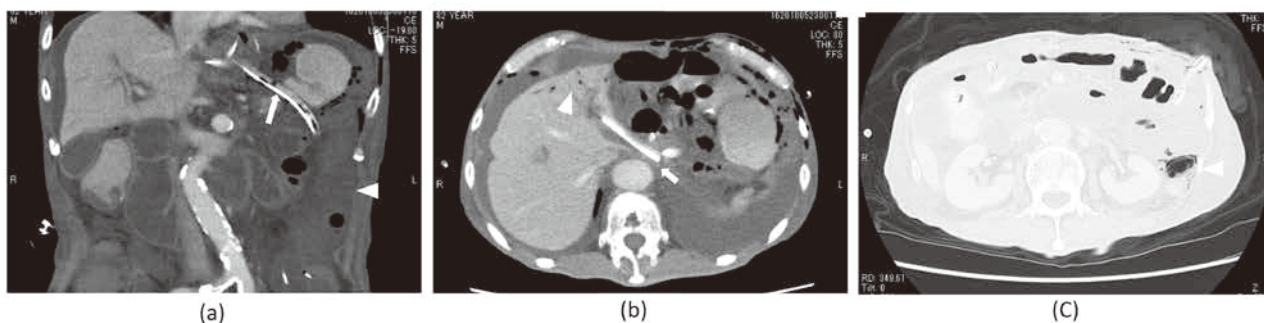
残胃・小腸パウチ全摘術後2日目の造影CT画像
